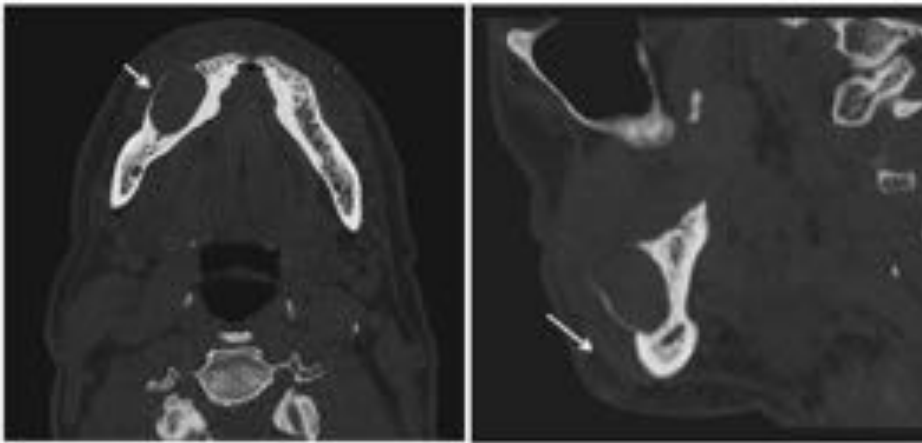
TAC axial y sagital. Ameloblastoma (flechas).
